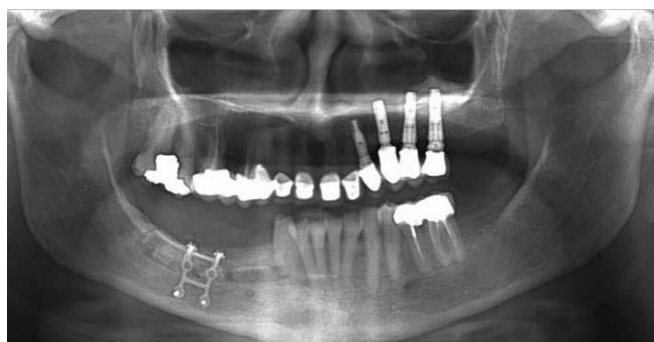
stabilisation de la hauteur par une plaque et des vis d'ostéosynthèse ainsi qu'un comblement de l'espace médullaire par de l'os d'origine allogénique ; et contrôle radiographique [(Khoury (44))]
